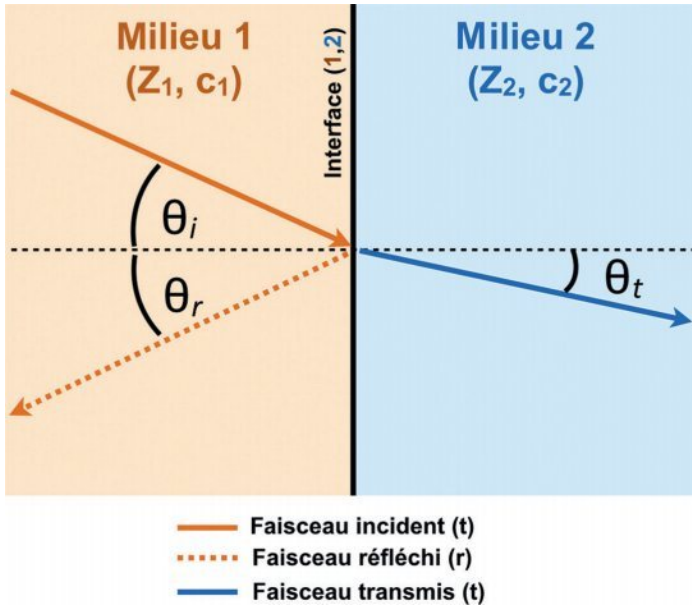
Représentation de la déviation d'un faisceau d'ondes ultrasonores à l'interface entre deux milieux d'impédances acoustiques différentes selon les lois de Snell-Descartes.
